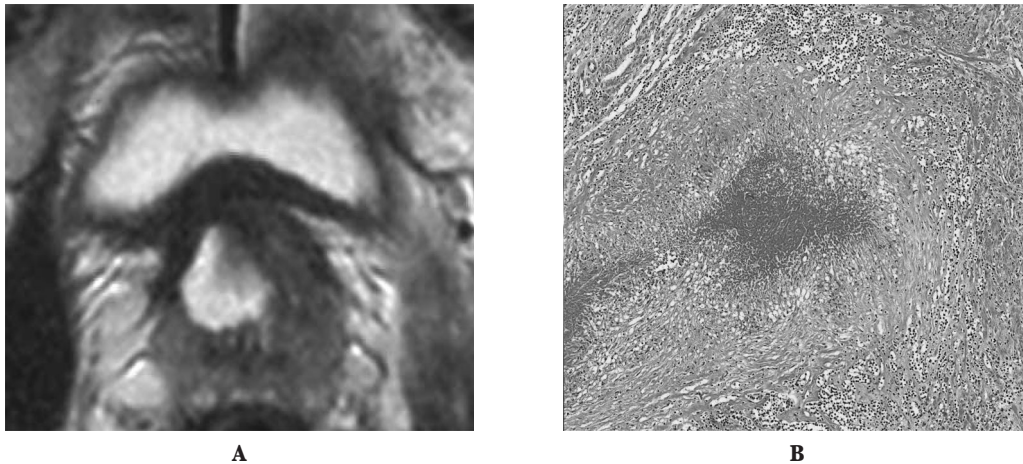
A: After three courses of MVAC intra-arterial chemotherapy, T2-weighted MRI demonstrated that the irregular mass in the prostate has disappeared. B: Pathological examination after MVAC intra-arterial chemotherapy only shows degenerated and necrotic tissue. Moreover, no malignant cells were observed (H & E $\times 400$).
